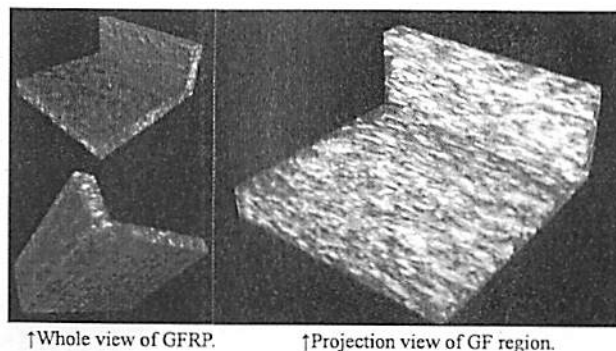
Visualization examples of the test molding acquired with micro-focus x-ray CT
